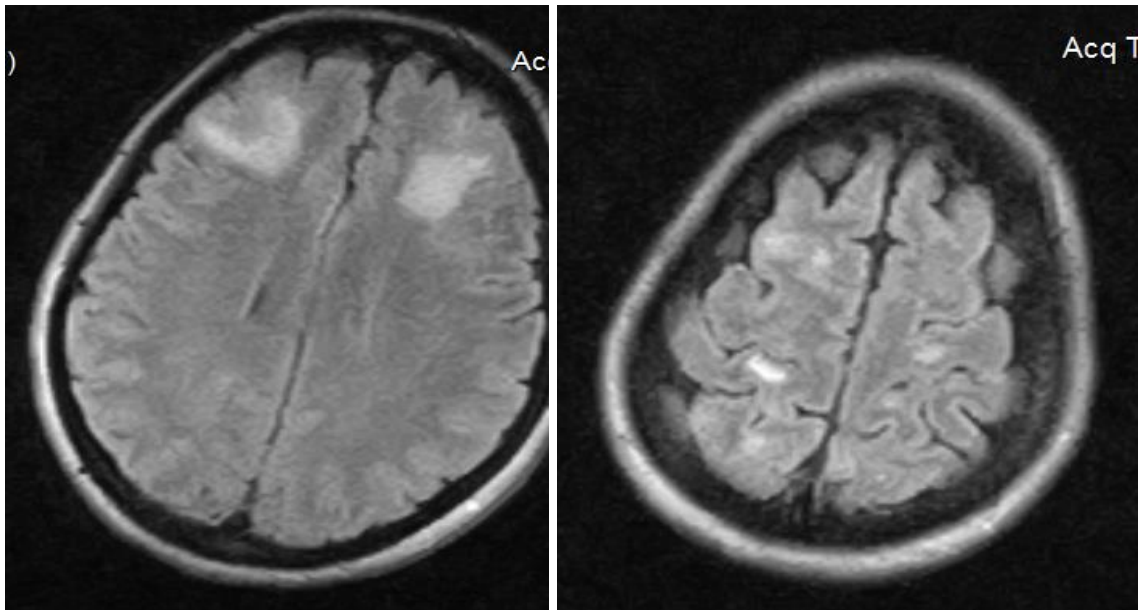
МРТ головного мозга от 05.05.2015 больной Р.
